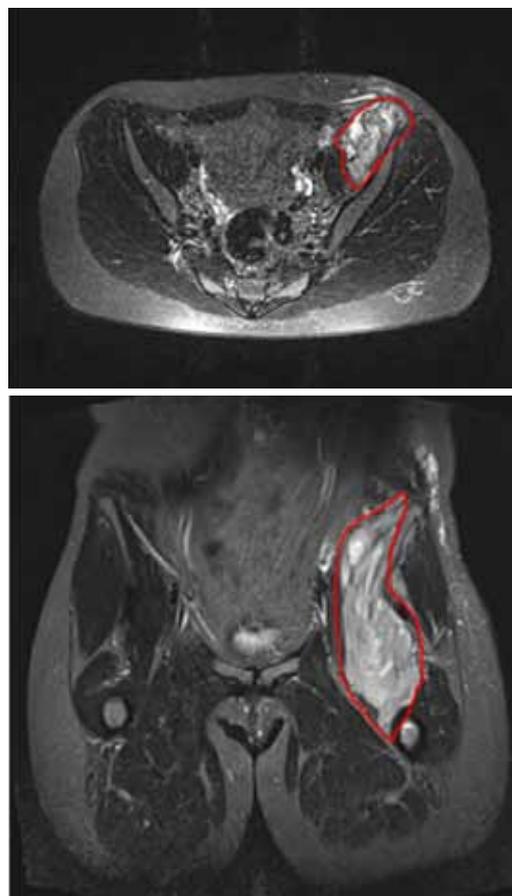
Данные МРТ исследования костей таза. Опухоль вовлекает подвздошную и бедренную кости и тазобедренный сустав
